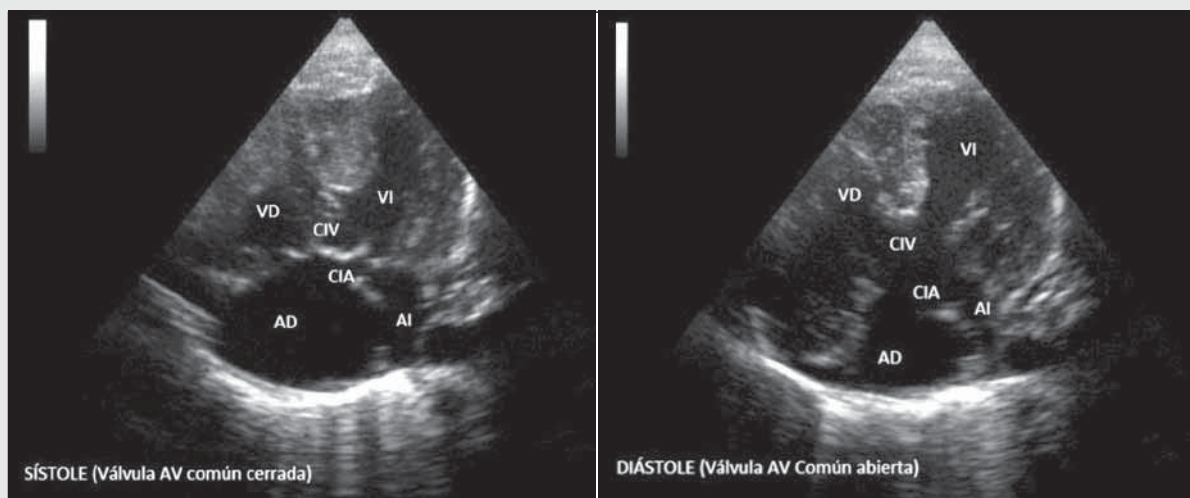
Ecocardiograma bidimensional. Vista de 4 cámaras. Se observa la válvula AV común y los defectos interauricular e interventricular.
